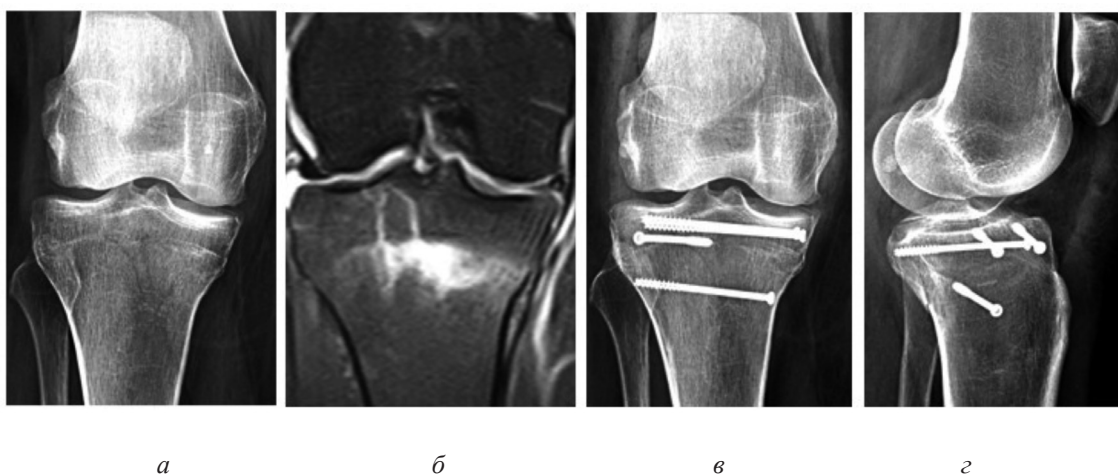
Пациентка Б., 53 года. Сравнение информативности методов лучевой диагностики для выявления скрытого внутрисуставного перелома (а – рентгенограмма коленного сустава в прямой проекции, б – ЯМРТ-слайд того же сустава до операции; в, г – рентгенограммы после операции)
